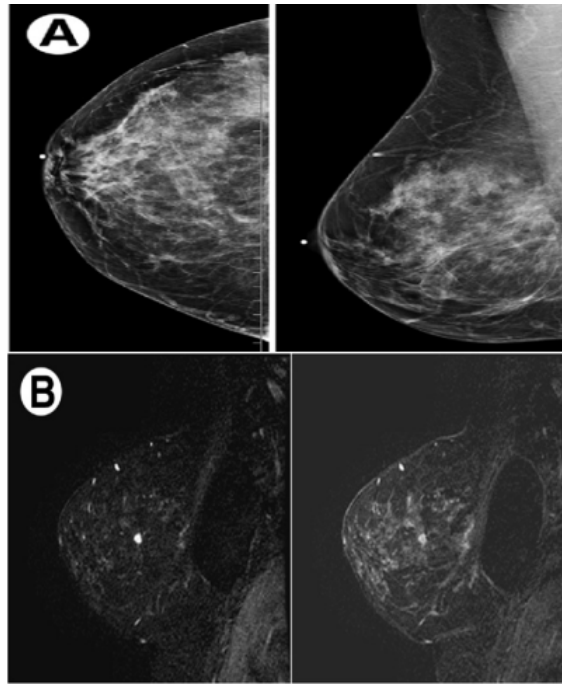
Mamografia de uma mulher de 59 anos com histórico familiar de cancro da mama (A). O mesmo paciente, no mesmo dia, depois de uma ressonância magnética (B) [12].
